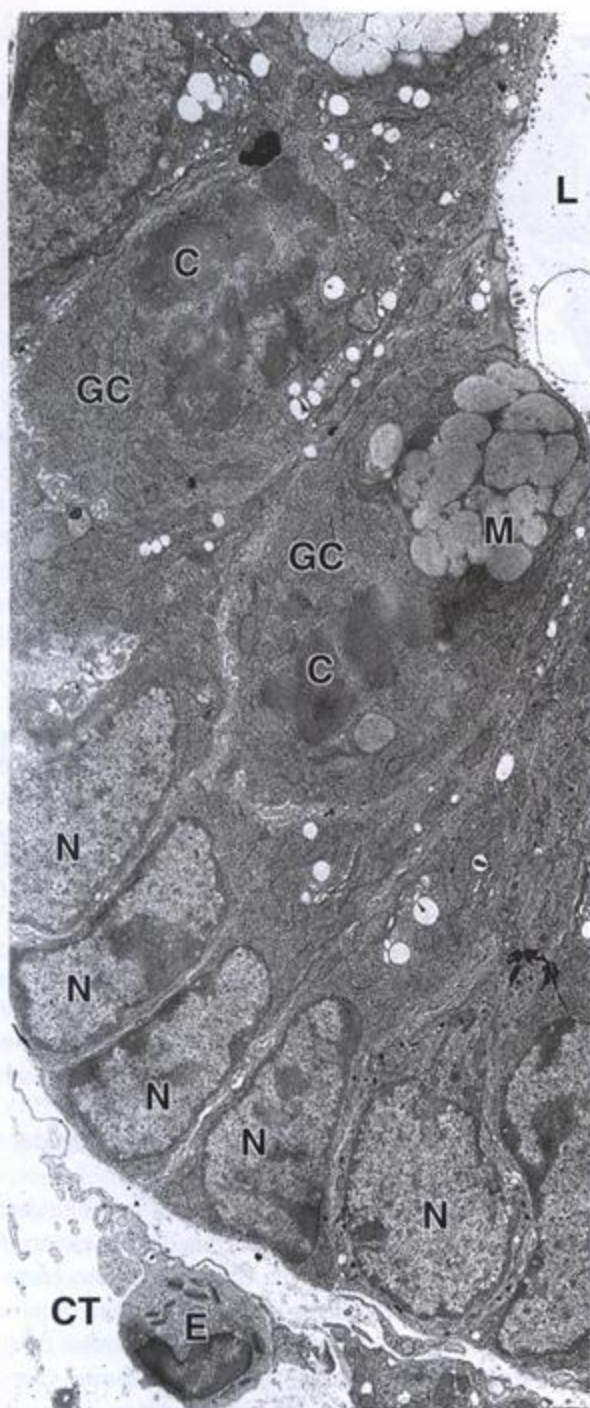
Microfotografía electrónica de células caliciformes en división. En esta microfotografía electrónica se ve que ciertas células intestinales continúan dividiéndose incluso después de haberse diferenciado. Aquí aparecen dos células caliciformes (GC) en proceso de división. De manera característica las células mitóticas se alejan de la lámina basal y se acercan a la luz. Una de las células caliciformes contiene gránulos de mucinógeno (M) en su citoplasma apical. Los cromosomas (C) de las células en división no están rodeados por una envoltura nuclear. Compárese con los núcleos (N) de las células epiteliales intestinales que no están en proceso de división. La luz de la glándula (L) aparece en el ángulo superior derecho de la fotografía. CT, tejido conjuntivo; E, eosinófilo. 5 000 x.
